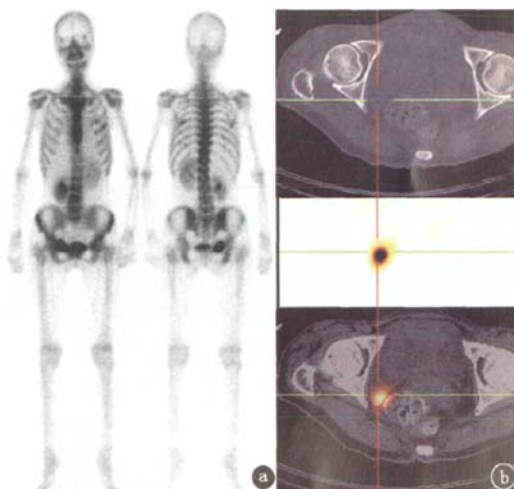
胃癌术后患者,女,53岁。a. 全身骨显像可见患者右侧耻骨有一异常放射性浓聚灶;b. SPECT显像与同机CT扫描融合图像示:放射性异常浓聚灶位于右侧盆腔内
